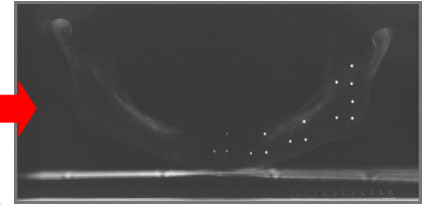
Radiografia panorâmica (esferas na cortical externa)
